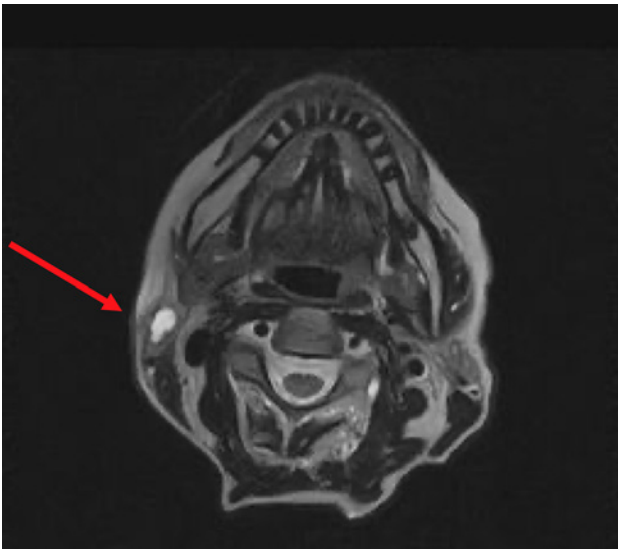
RM axial ponderada T2. La flecha roja señala una tumoración en cola parotídea derecha.
